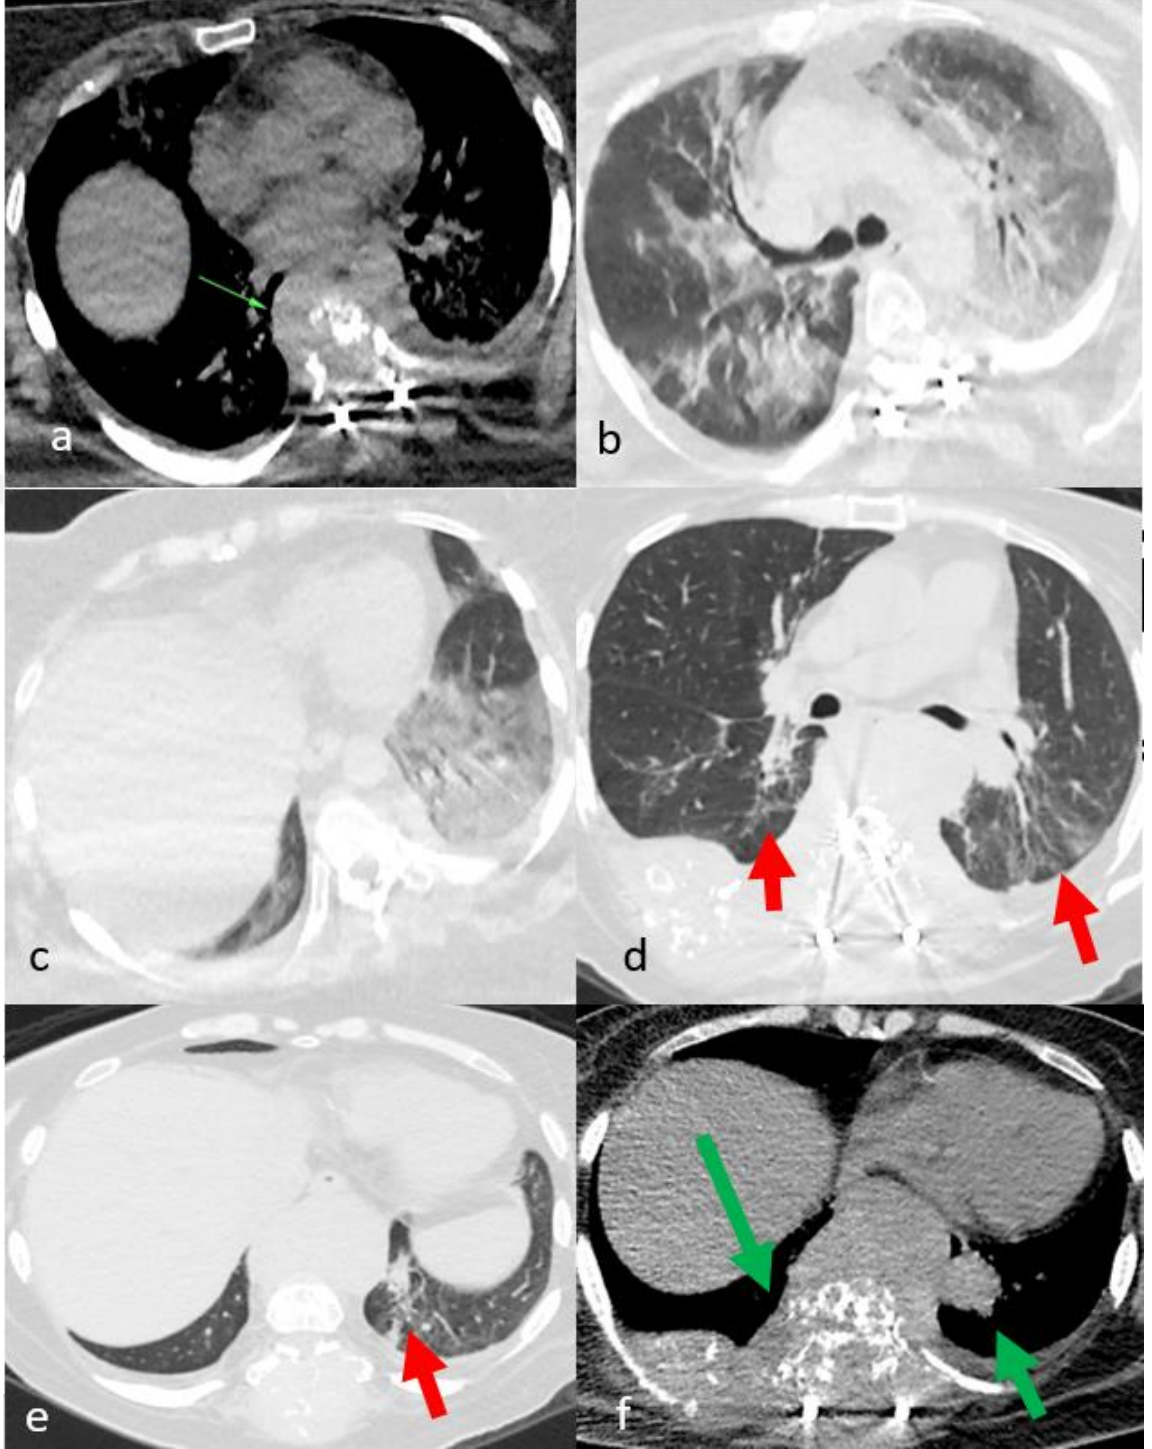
63 yaşında, Diabetes Mellitusu olan COVID-19 RT-PCR+ olan erkek hasta. a-b: ilk tanı anında her iki akciğerde COVID-19 pnömonisi ile uyumlu periferik ağırlıklı buzlu cam dansiteleri. BT şiddet skoru 16 puan.
